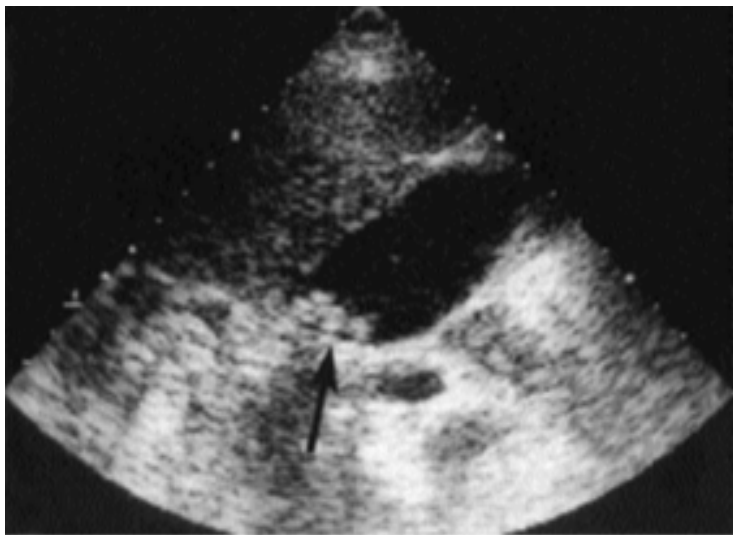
Ecografía. Vesícula Biliar. Flecha: Litiasis Múltiple
